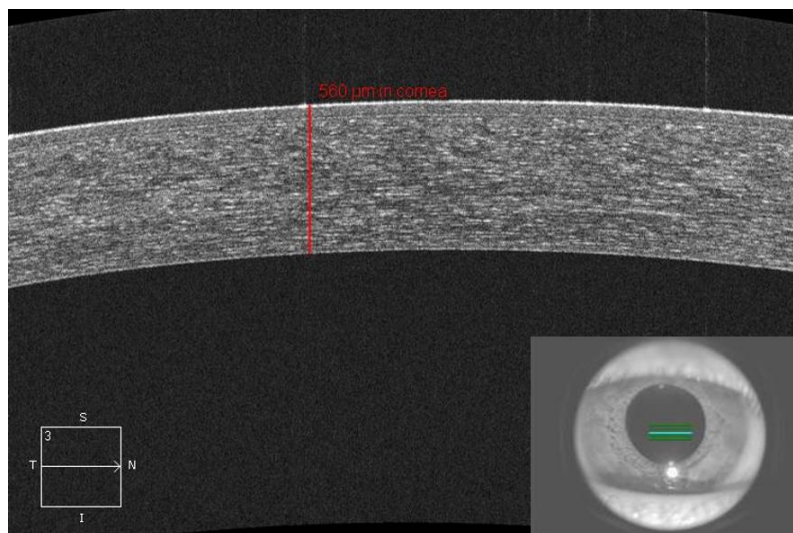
Tomografia de coherència òptica en un ull sa.
